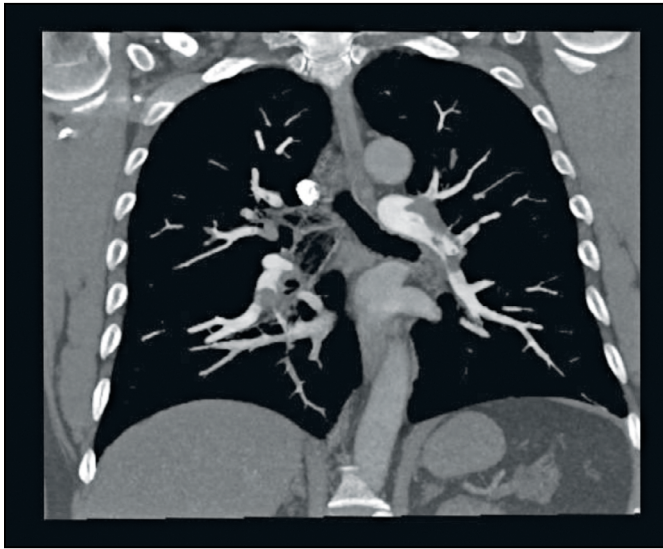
Angiotomografía confirmatoria de tromboembolia pulmonar.
